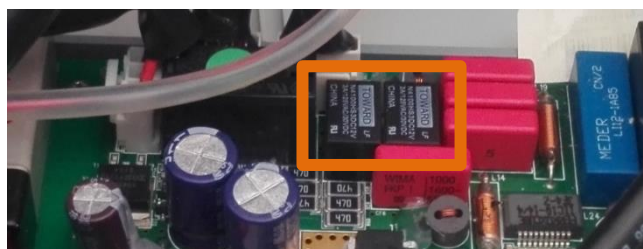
Substituição de relés da placa geradora de ultrassons.
